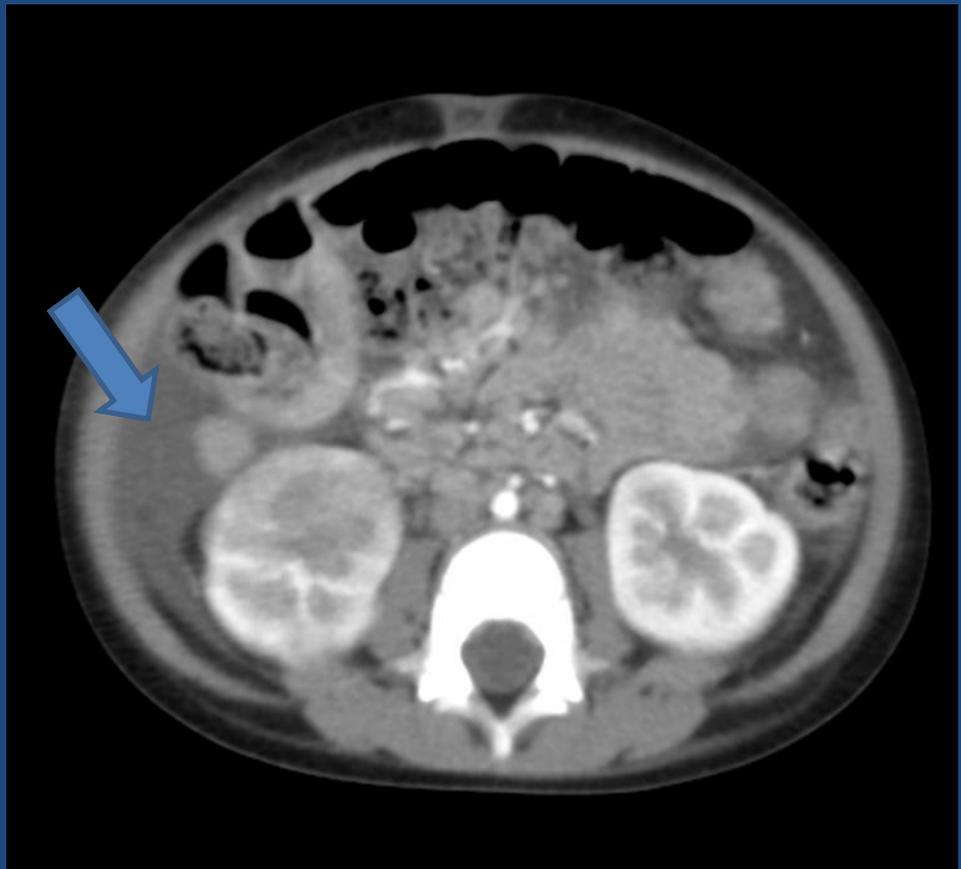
Corte axial de TC de abdomen ,se observa presencia de líquido en cavidad abdominal(flecha azul).
